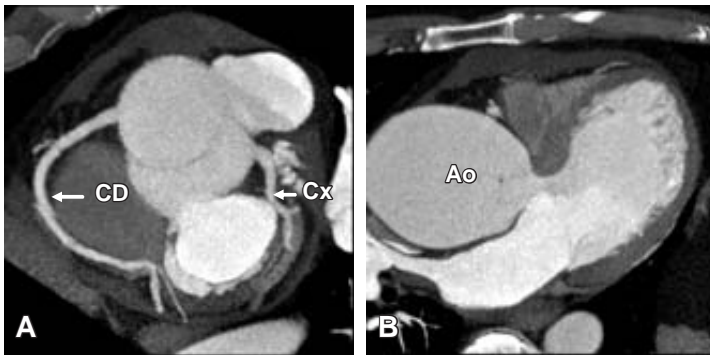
Tomografía de coronarias en paciente con aneurisma de la raíz de la aorta.
